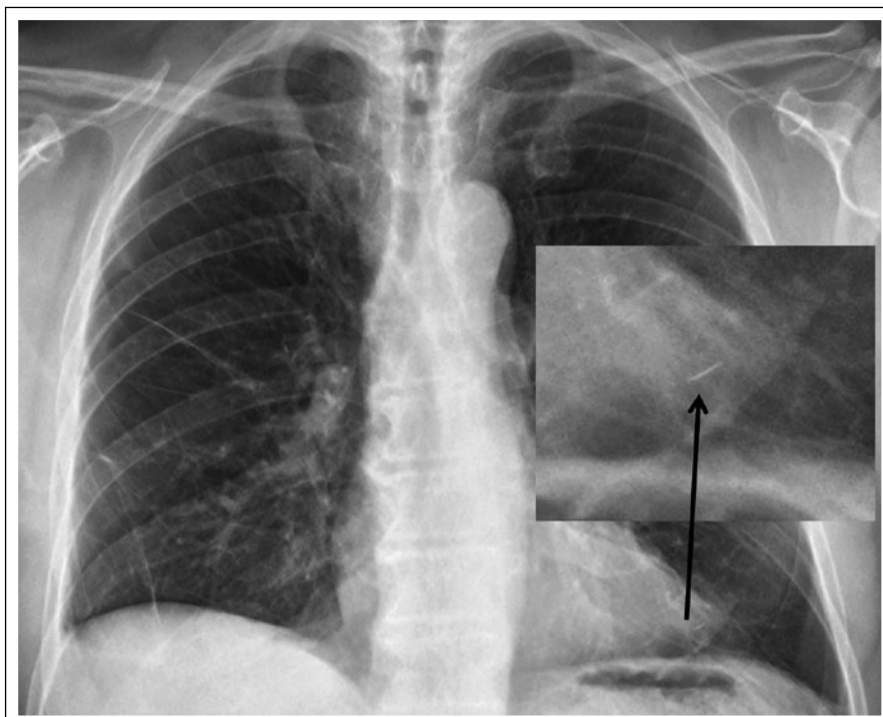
Pulmonale Seed-Migration – Röntgen-Thorax 6 Wochen nach Seed-Implantation.
